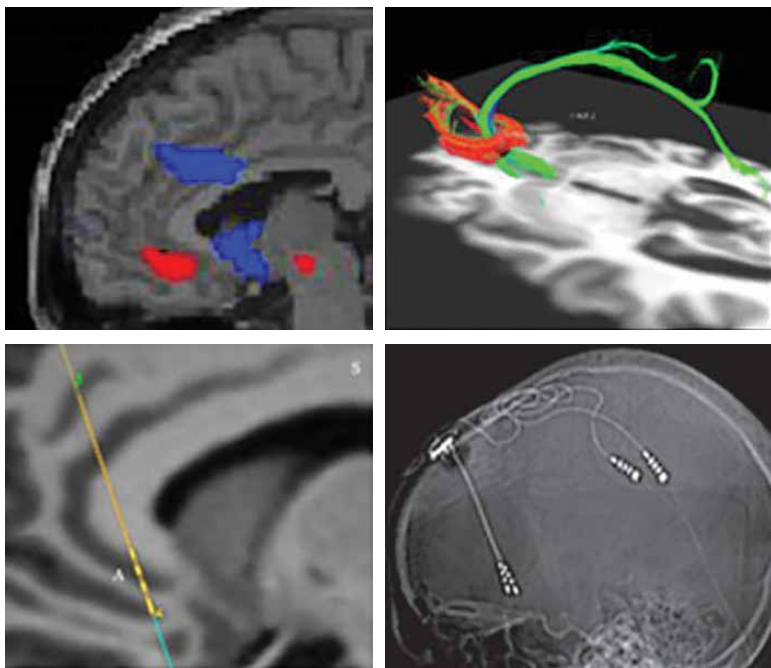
А. Аномальная активность в передней части поясной коры и использование ГСМ для ее коррекции. Вверху слева: ПЭТ-скан пациента с депрессией, демонстрирующий увеличенный кровоток — указывающий на повышенную активность — в подмозолистой поясной коре (красный). ГСМ успокаивает эту зону. Вверху справа: диффузионно-взвешенное МРТ-сканирование, проведенное перед операцией для определения пересечения трех пучков белого вещества, проходящих через подмозолистую поясную область и, таким образом, определяющее оптимальное место для имплантации электрода ГСМ. Внизу слева: структурное МРТ-сканирование, проведенное в операционной для планирования и проверки целевого местоположения имплантированного электрода ГСМ. Справа внизу: послеоперационная рентгенограмма черепа с фактическими имплантированными электродами ГСМ. (Источник: изображения предоставлены Dr. Helen Mayberg)
